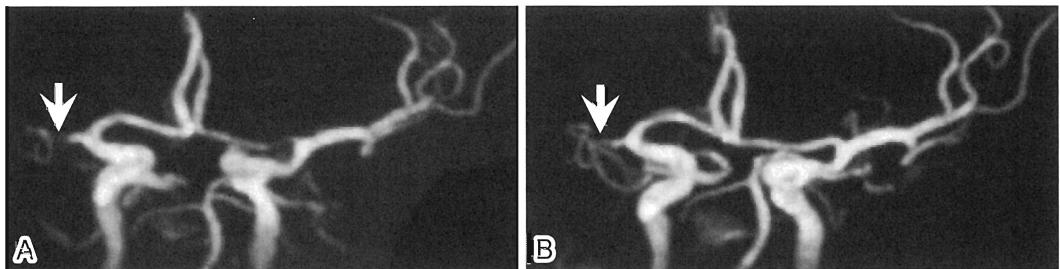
Magnetic resonance (MR) angiograms
